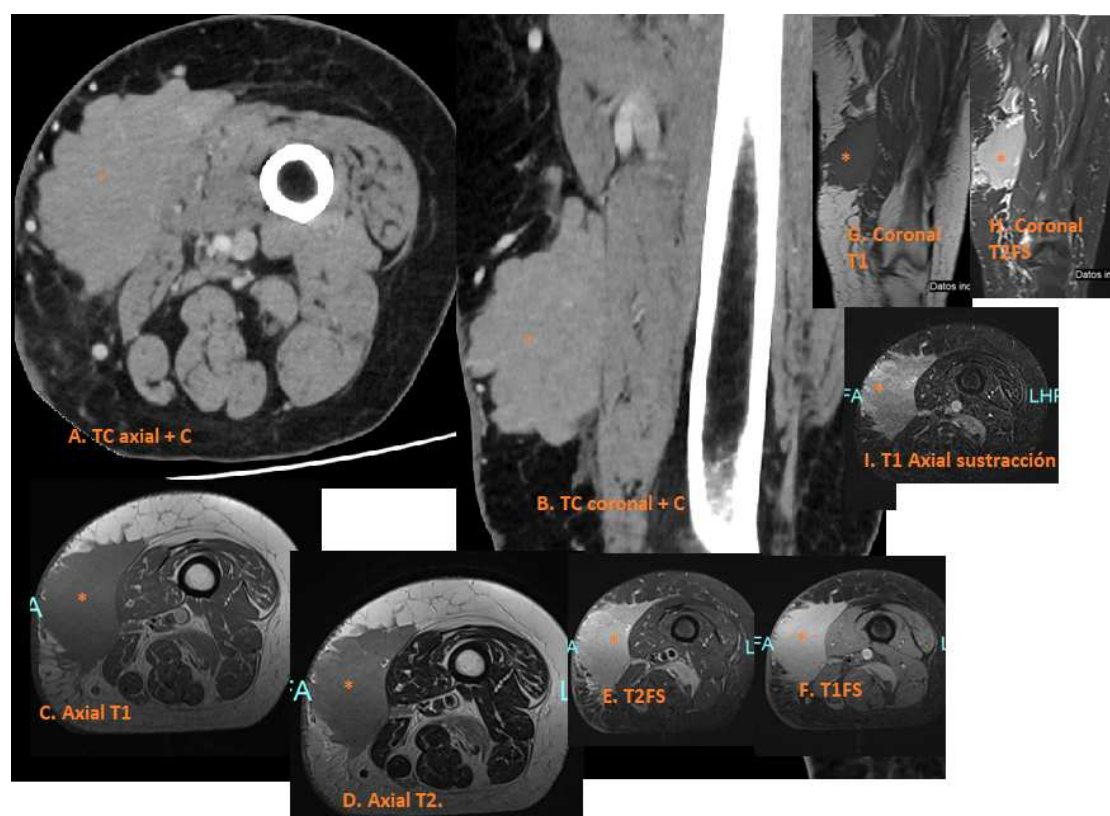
A y B. TC axial y coronal: Masa sólida heterogénea de morfología irregular en TCS tercio medio muslo izquierdo con realce homogéneo tras contraste sin infiltración de musculatura adyacente. RM: contacta ampliamente con plano fascial. C. Isointensa en T1. D. Iso/hiperintensa en T2. E y F. Hiperintensa con saturación grasa. I. Realce homogéneo tras contraste.
